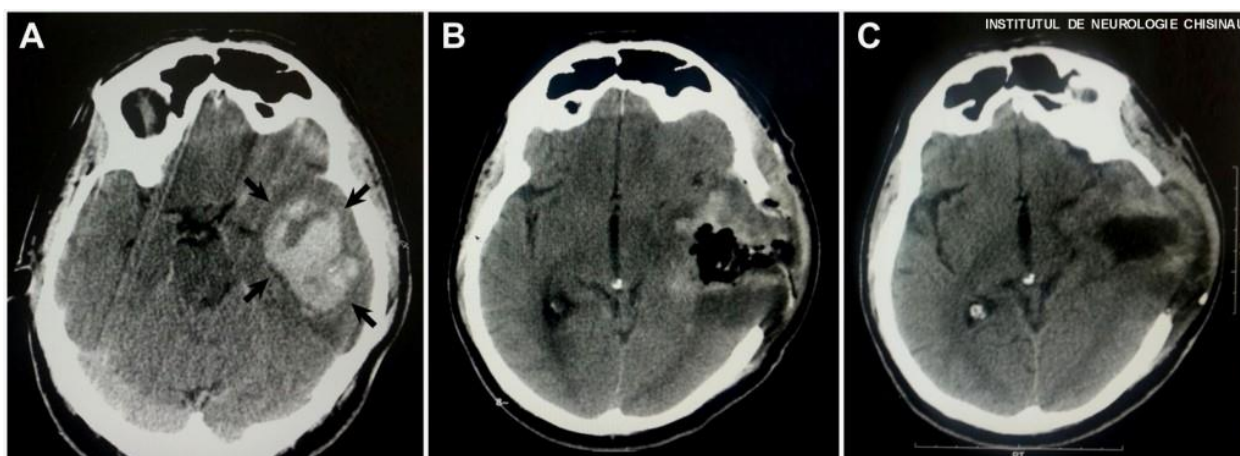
CT cerebral la un pacient cu HICS supratentorial în emisfera cerebrală stângă. A – imagine preoperatorie (hematomul este arătat cu săgeți). B, C – imagini post-operatorii relevând modificările după intervenția chirurgicală deschisă cu extracția unui volet osos pentru decompresia și drenajul hematomului.
